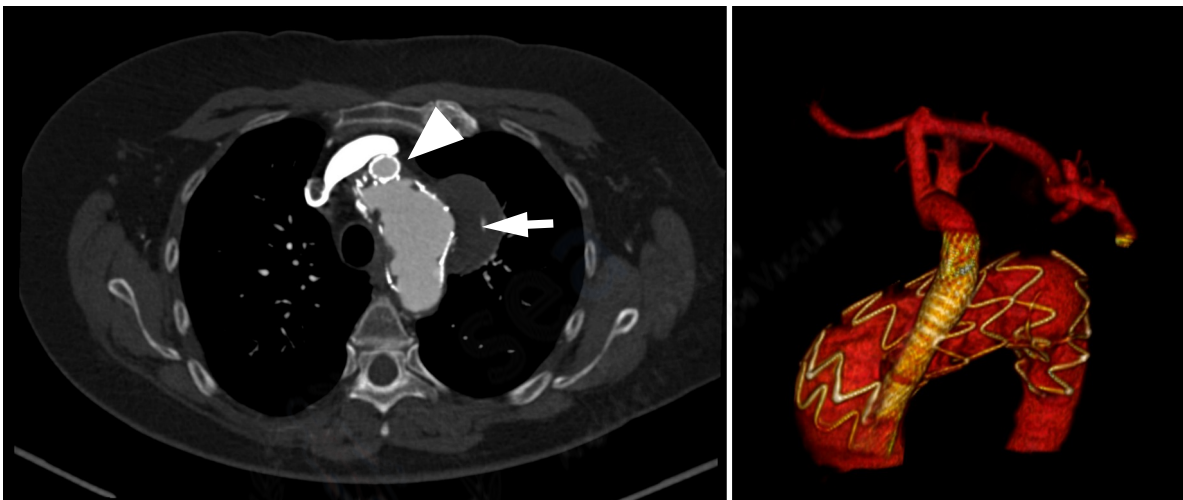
A. Corte axial de angiotomografía de tórax en la que se evidencia aneurisma sacular del arco aórtico. B. Angiografía con sustracción digital
